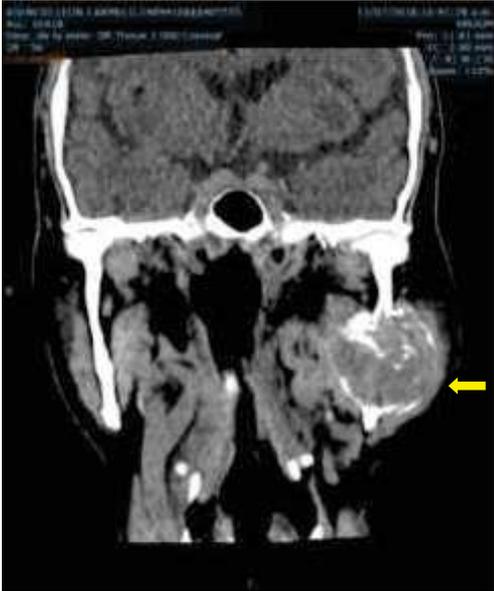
TC muestra destrucción ósea, tejido de densidad variable, calcificación intratumoral
